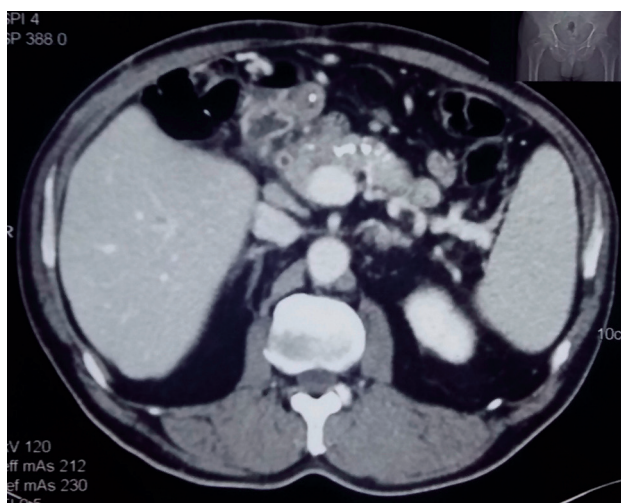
Мультidetекторная КТ. Множественные кальцинаты паренхимы ПЖ, отсутствие признаков дилатации вирсунгового протока
